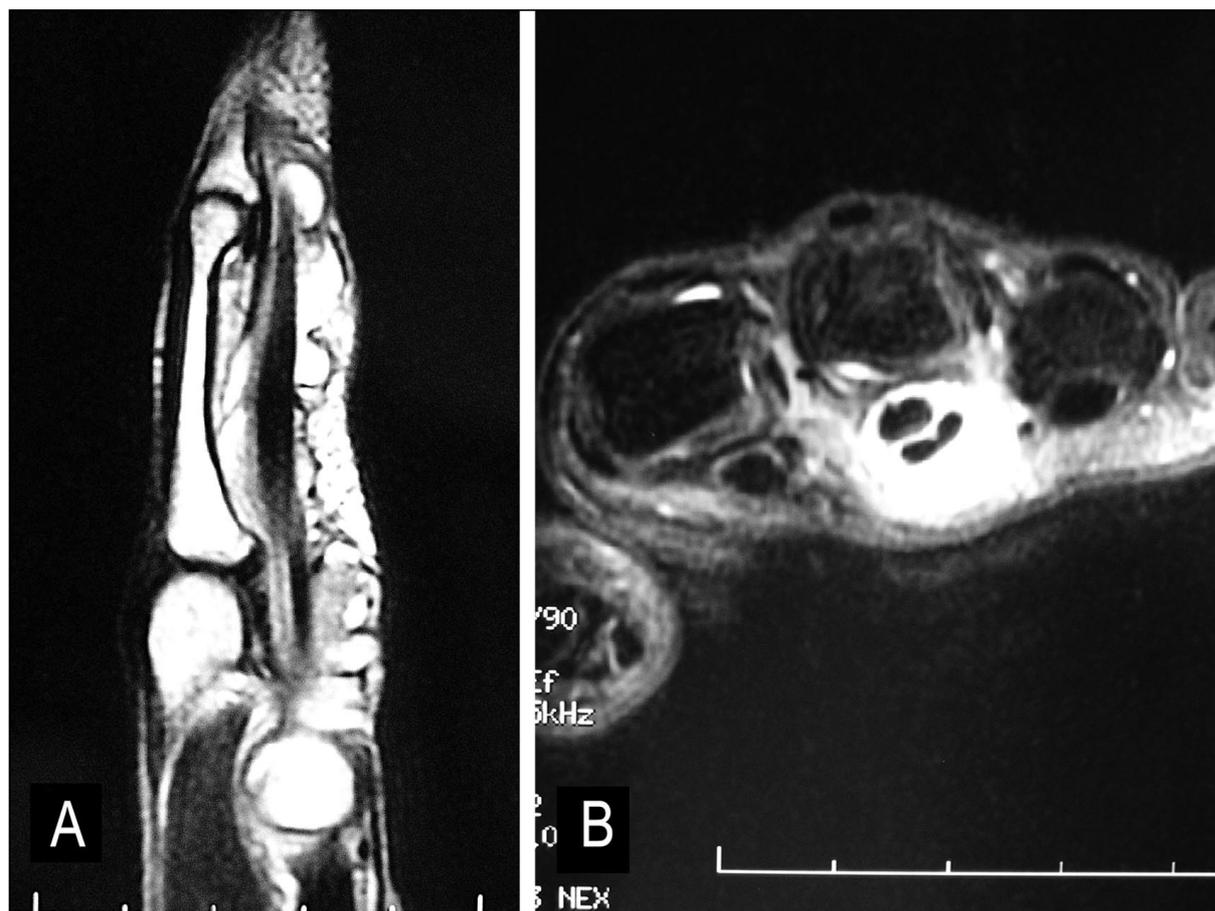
Imagen con resonancia magnética previa a la cirugía mostrando una masa envolvente del tendón flexor en los planos sagital (A) y axial (B).
